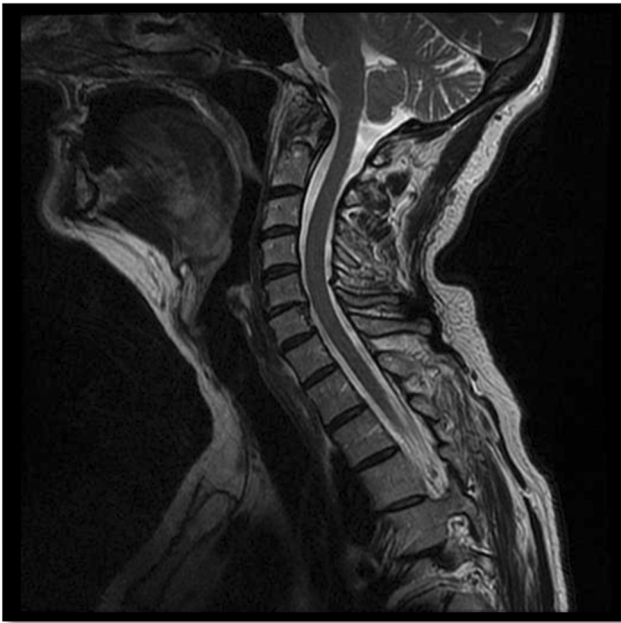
Imagen de RM en que no se informa de hallazgos sugestivos de patología en las vértebras C1-C2.
